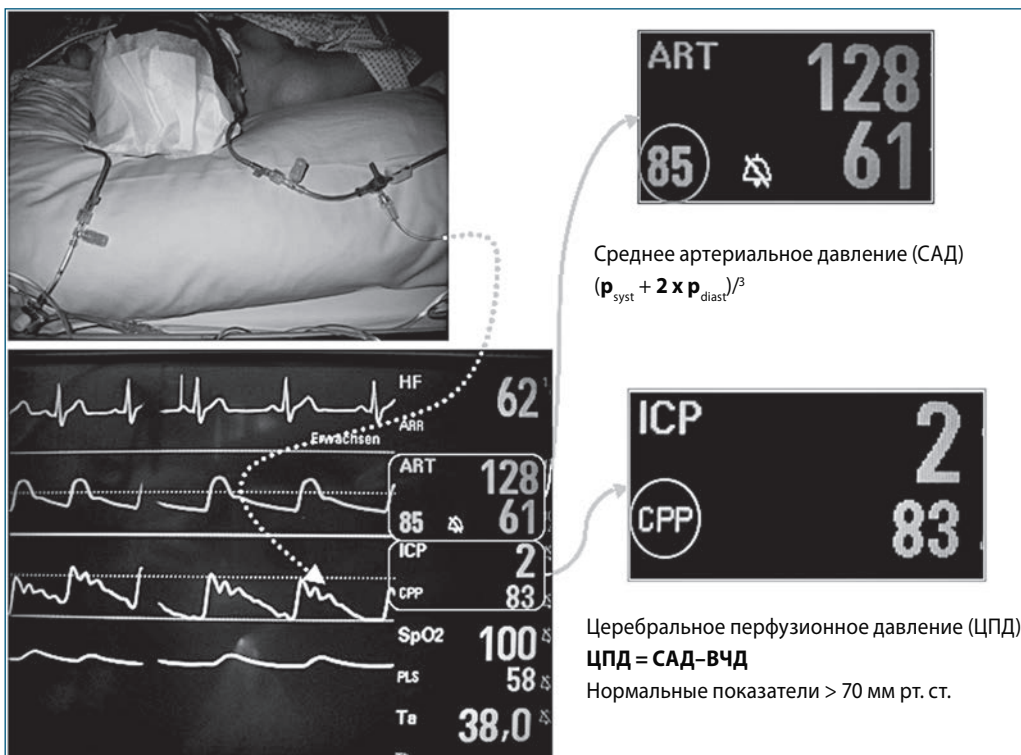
Рисунок Б-4-3 Инвазивное непрерывное измерение давления с помощью двухстороннего НВД (изображение сверху слева). На мониторе (изображение внизу слева) во втором ряду сверху показаны параметры артериального давления, включая САД (здесь 85 мм рт.ст.). В нижнем ряду приведены параметры внутричерепного давления (ВЧД) и церебрального перфузионного давления (ЦПД).
